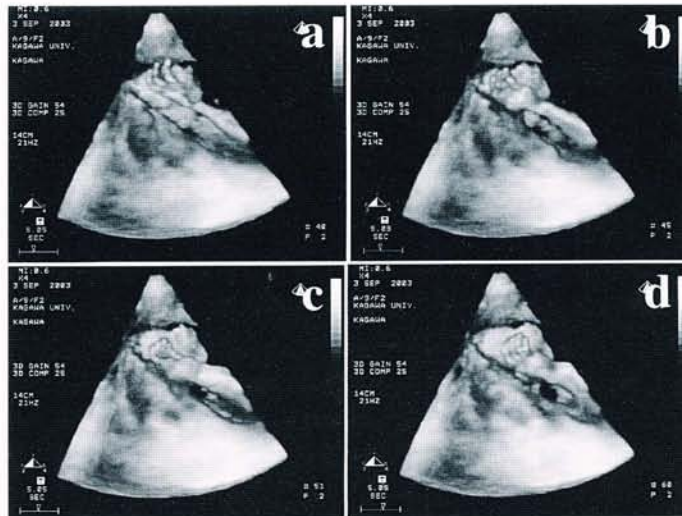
4次元超音波による妊娠23週胎児の手指および腕の運動 (a→d)
